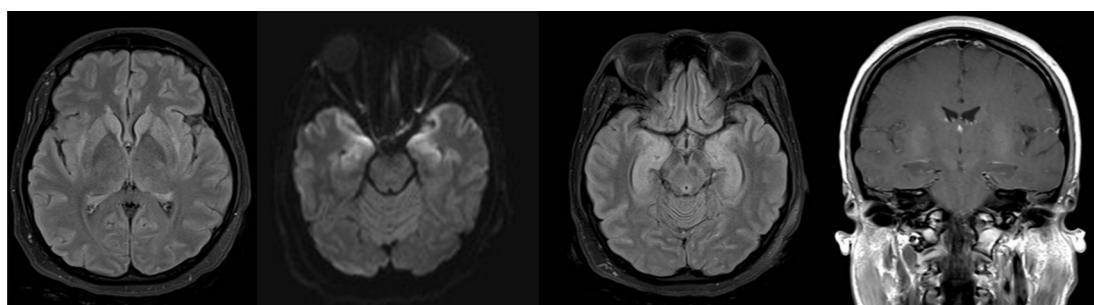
RMN de cráneo. Realce límbico más notorio.
